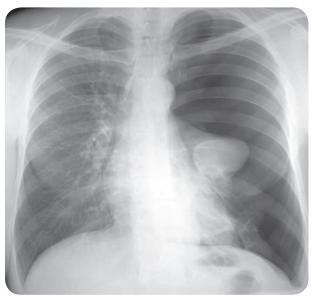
Рентгенограмма органов грудной полости в прямой проекции. Рентгенологические признаки левостороннего субтотального пневмогидроторакса
